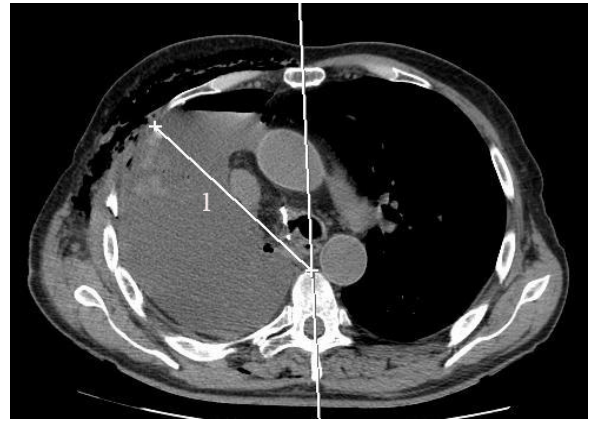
Компьютерная томограмма пациента В. на 10-е сут после пневмонэктомии справа. Аксиальный срез на уровне бифуркации трахеи. Обозначения: 1 – определение степени западения передне-боковой стенки.
